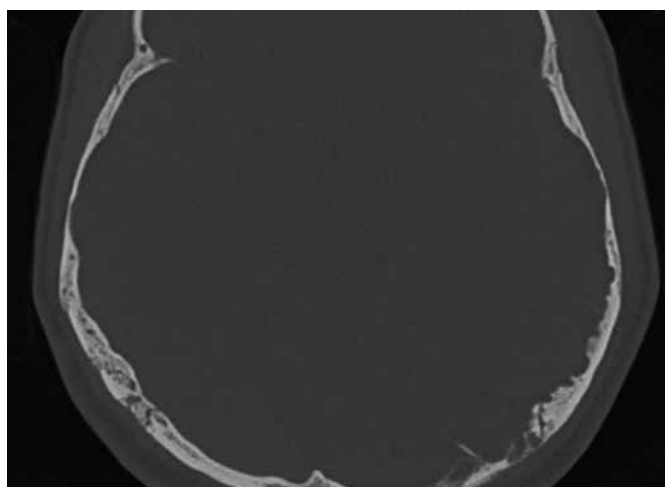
Компьютерная томография пациента с отогенным пневмоцеле через месяц после лечения
